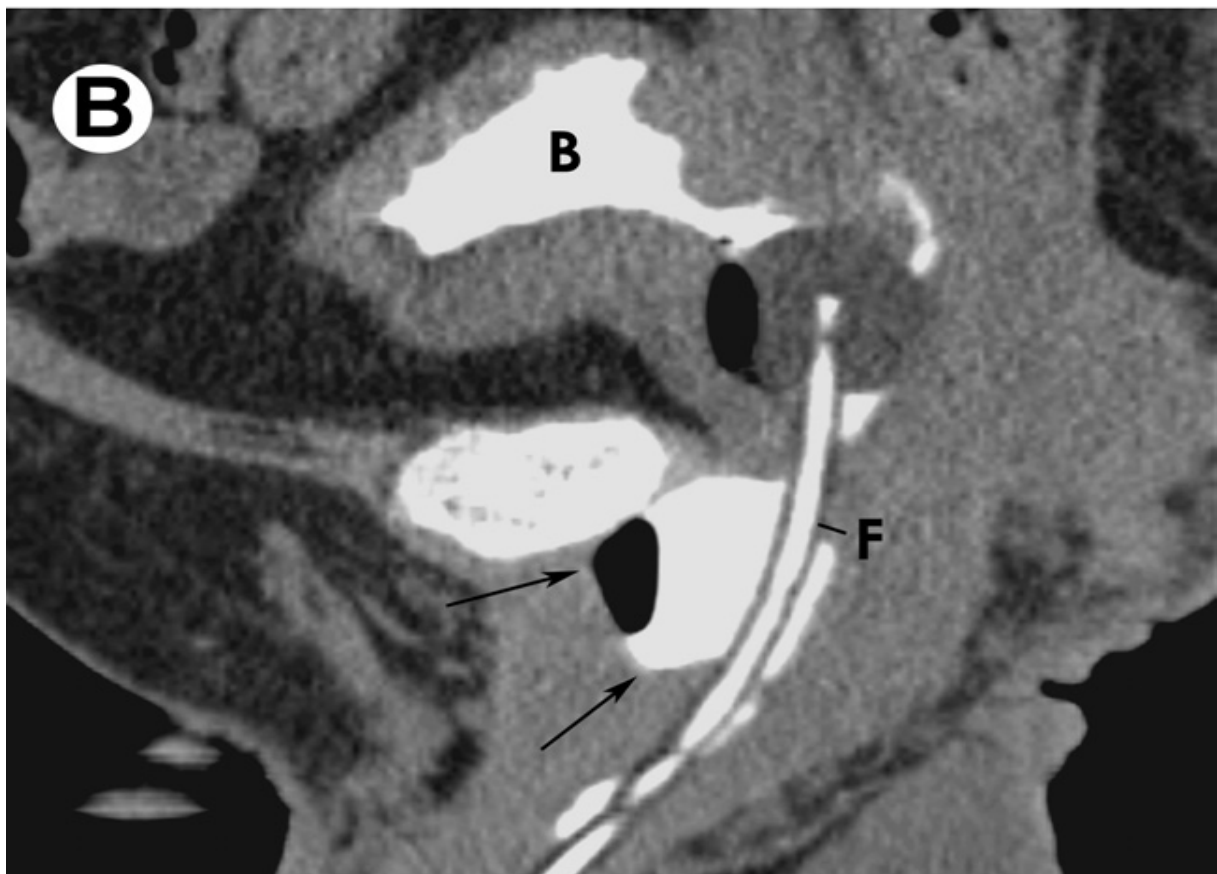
TDM couplée à une uréthrographie montrant un pseudodiverticule post traumatique de l'urètre bulbo-membraneux²⁸
